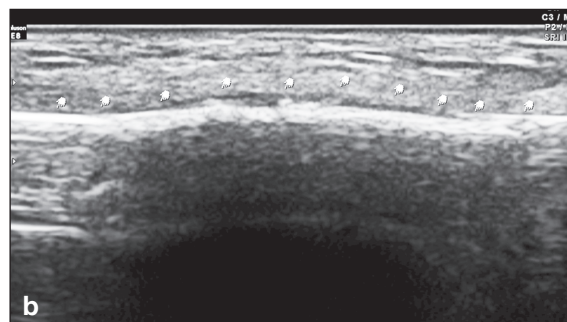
Fracture de fatigue de la diaphyse du 2^e métatarsien gauche. (a) radiographie du pied gauche de face montrant un épaississement de la corticale médiale (flèche). (b) échographie, image longitudinale et (c) échographie, image transversale. L'échographie montre la réaction périostée et un hématome à la surface du périoste (flèches).
